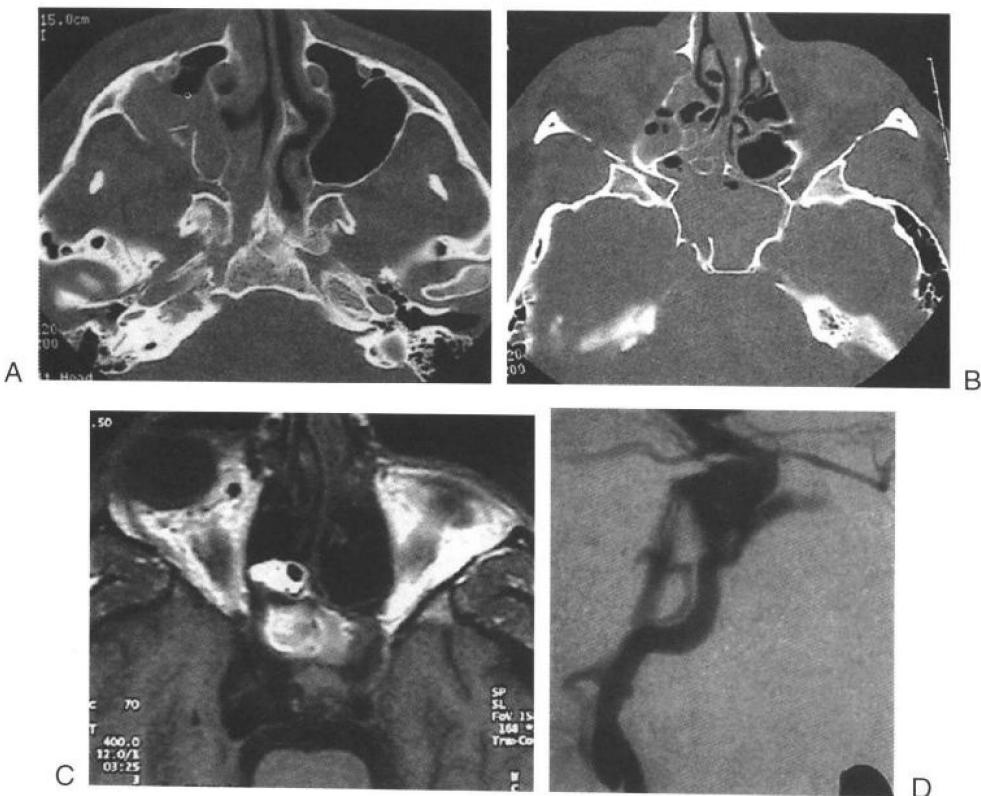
三角架骨折、颅底(蝶骨)骨折与外伤性海绵窦-颈动脉瘘。A、B：高分辨率CT示三角架组骨折(眶缘、颧弓与眶侧壁额颧缝骨缝分离)。注意上颌窦壁碎裂。C：T1加权轴位MRI可见海绵窦内与右眶内球后明显的血管影像。注意眼球突出。较上层面可见扩大的上眼静脉，并有蝶窦内出血。D：右颈内动脉血管造影侧位像，证实外伤性颈内动脉-海绵窦瘘。注意颈内动脉上部，岩下段的夹层。
